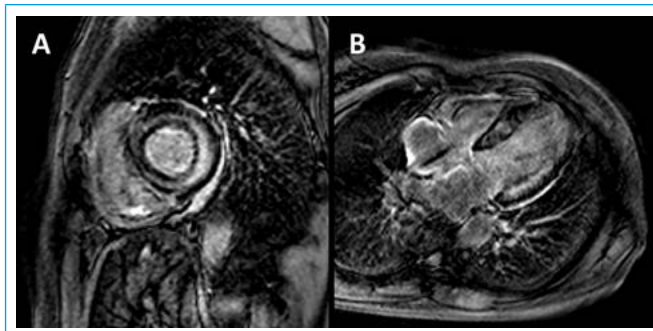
RM, imágenes de realce tardío en eje corto (A) y de cuatro cámaras (B) del paciente con amiloidosis correspondiente al Video 3 y Video 4. Se observa un patrón de realce en anillo, que no corresponde a un territorio vascular determinado. Llama la atención en la imagen de cuatro cámaras la captación de la pared auricular y del septo interauricular, que son hallazgos frecuentes
